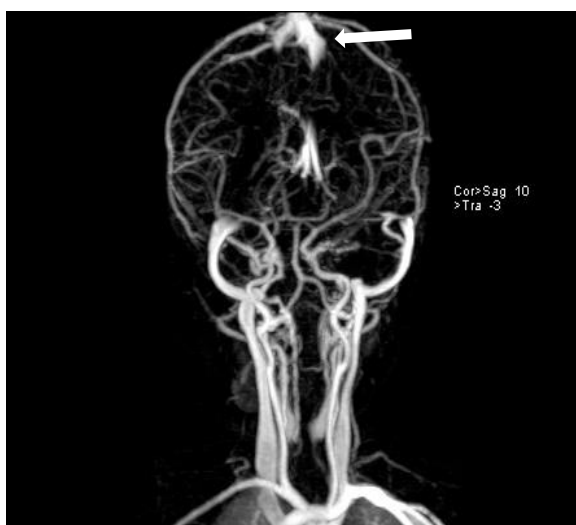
Pacientă de 13 luni, angiografie RMN cerebrală – angiom venos frontal pe stânga, în conexiune cu vena cerebrală internă stângă
